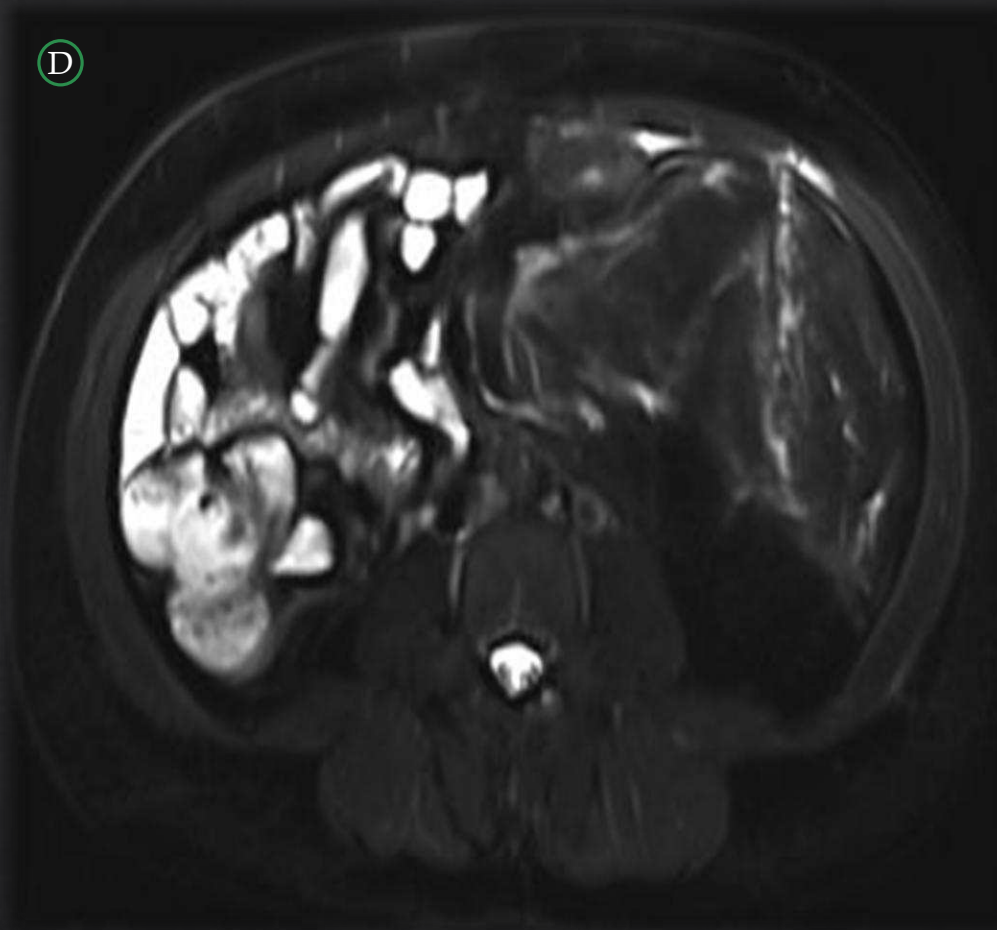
D: RM abdominopélvica T1 y T2 sin y con saturación grasa (FS) en plano coronal.
